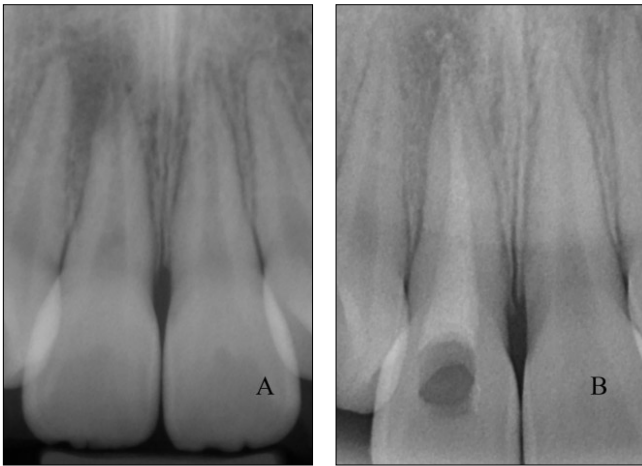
Periapical radiographs. (A) 2 months after trauma, (B) Calcium hydroxide filling.
